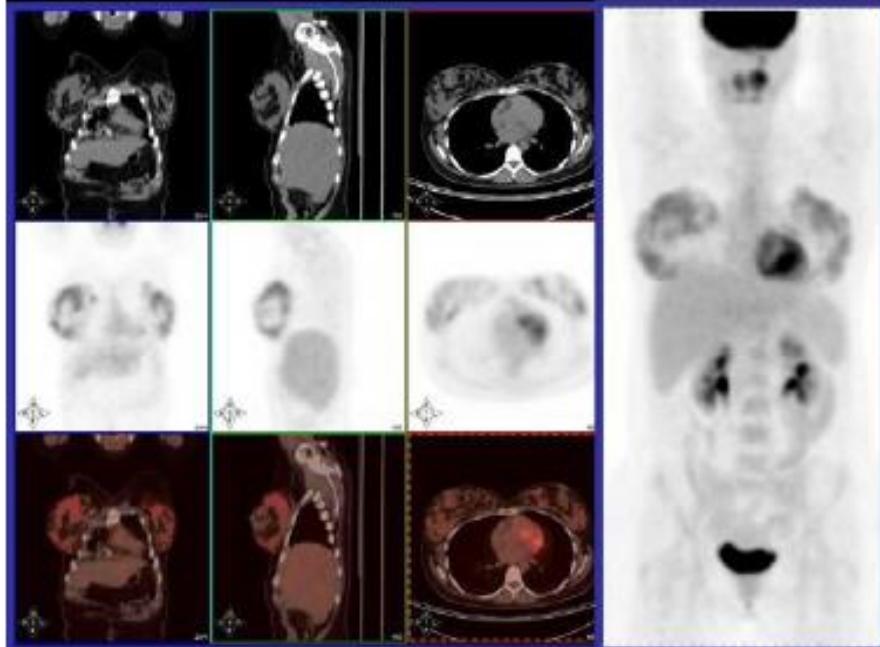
FDG uptake in the breast of a breastfeeding woman.
